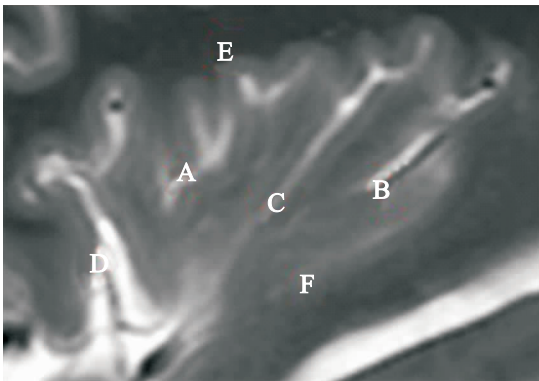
岛叶结构在 MRI 上的显现 A 前岛叶;B 后岛叶;C 岛中央沟;D 前环岛沟;E 上环岛沟;F 下环岛沟
